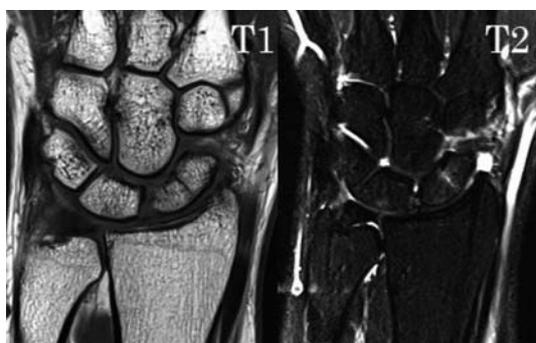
初診時の単純MRI像。舟状骨腰部にT1で低輝度、T2で高輝度の骨折線を認め、Filan/Herbert分類 type A2の舟状骨骨折と診断した。
